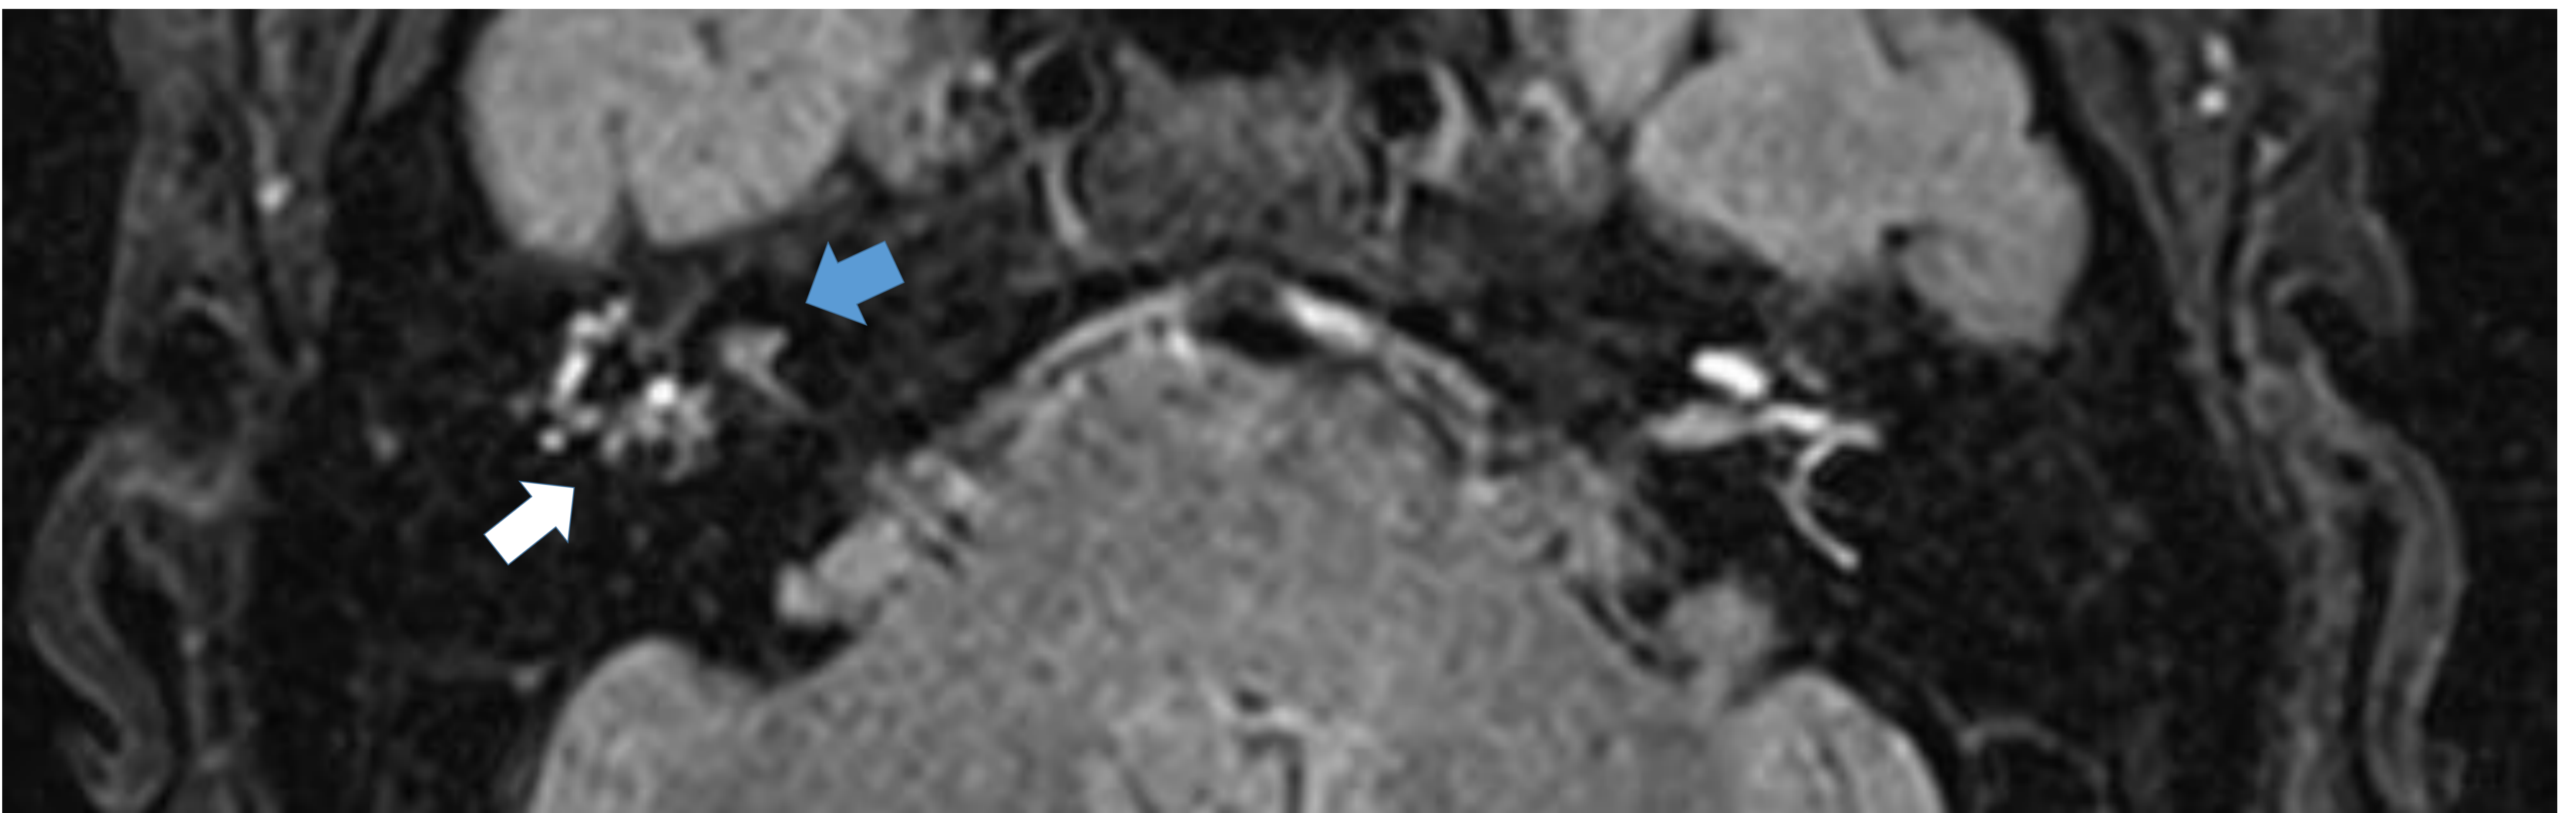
3D FLAIR. Acúmulo de contraste en oído medio derecho (flecha blanca) y disminución del contraste en perilinfia del oído interno ipsilateral (flecha azul), que impide la correcta valoración de HE en paciente con EM probable.
